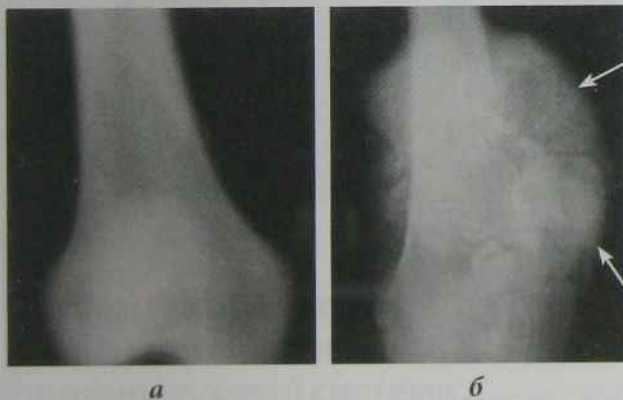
Рентгенограми нижньої третини правого стегновій кістці:
